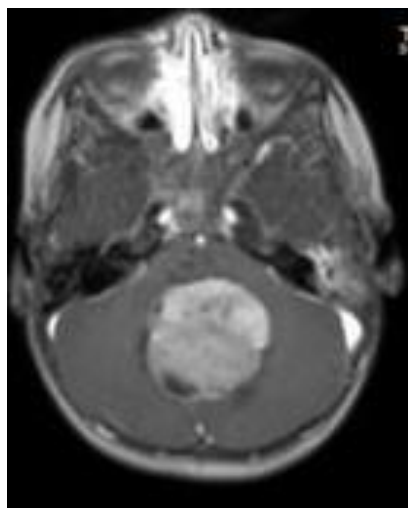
Б-ой М., и/б 4122/07. МРТ головного мозга с контрастом T1 аксиальный срез: определяется опухоль червя мозжечка с распространением в 4 желудочек.
